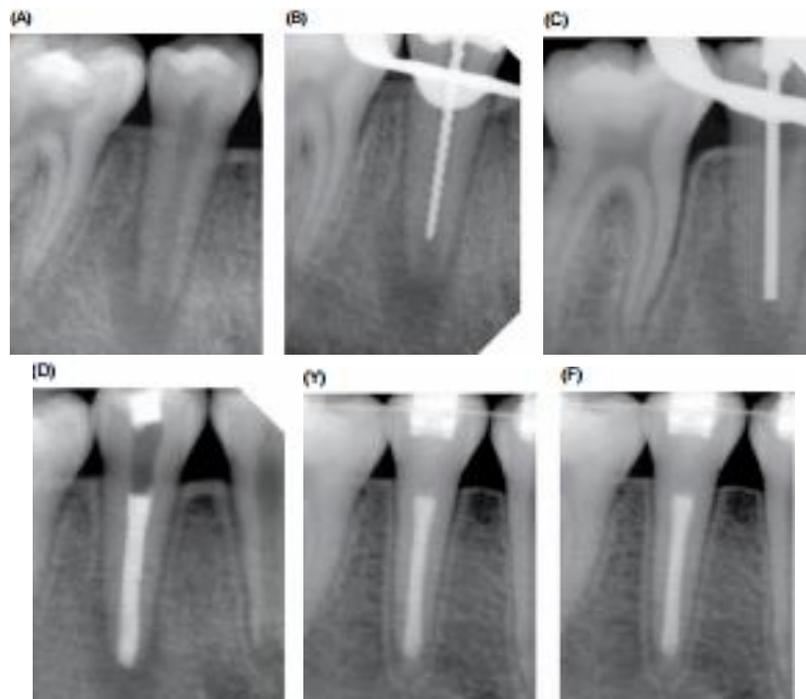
A) Radiografía preoperatoria de un segundo premolar inmaduro con necrosis pulpar en un paciente varón de 12 años. B) Radiografía de longitud de trabajo. C) Radiografía de ajuste de obturador. D) Radiografía postoperatoria inmediata. E) Radiografía de control a 15 meses. F) Radiografía de control a 33 meses.
